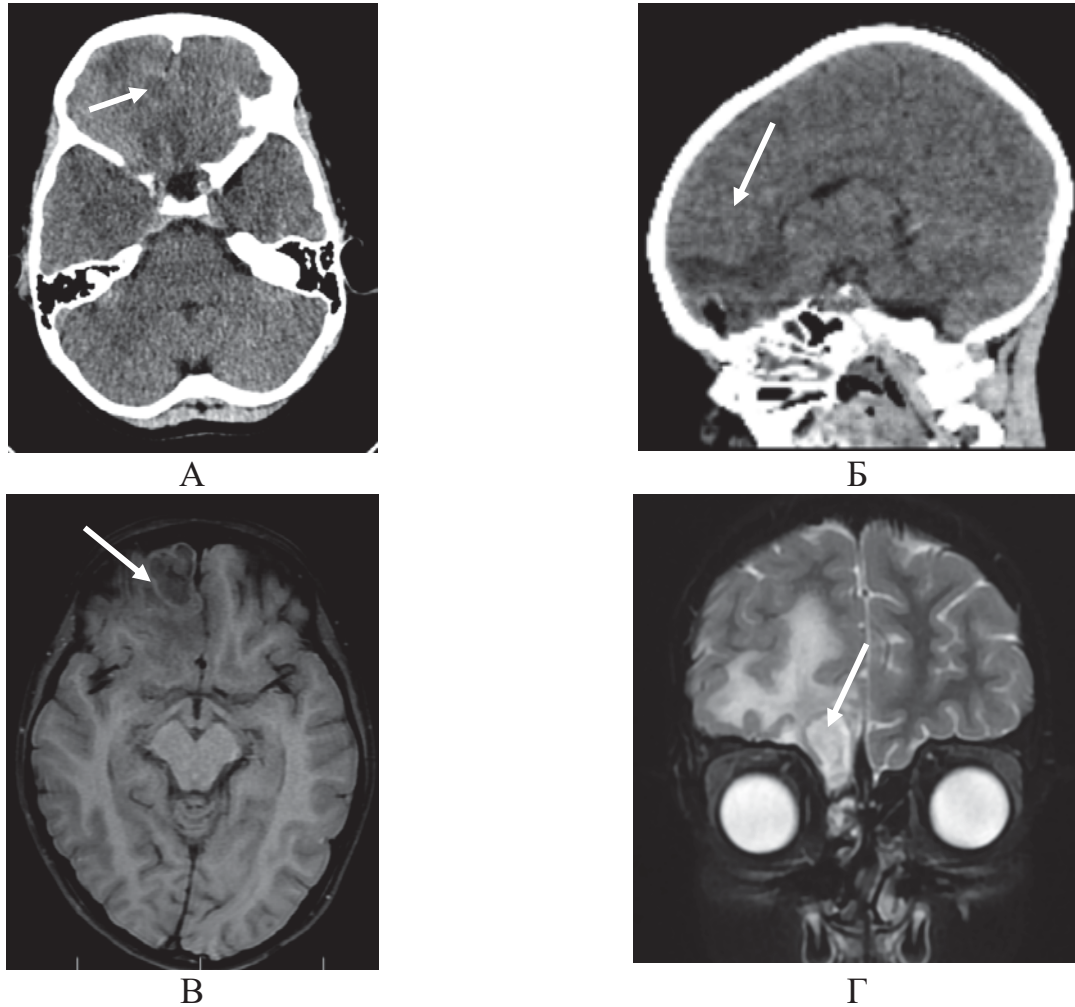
Результаты нейровизуализации: А, Б – КТ-картина абсцесса в лобной доле справа; МРТ головного мозга; В, Г – T1, T2взвешенное изображение - картина абсцесса в правой лобной доле
